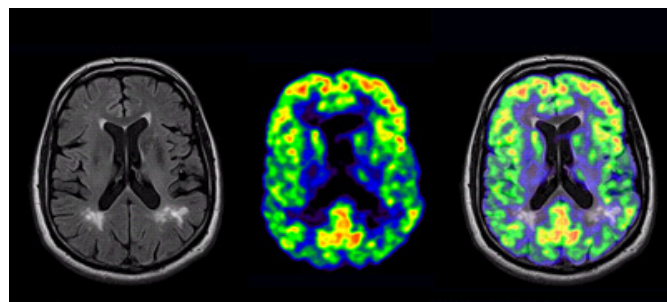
Imagem de PET/CT. Fonte⁽²⁹⁾
